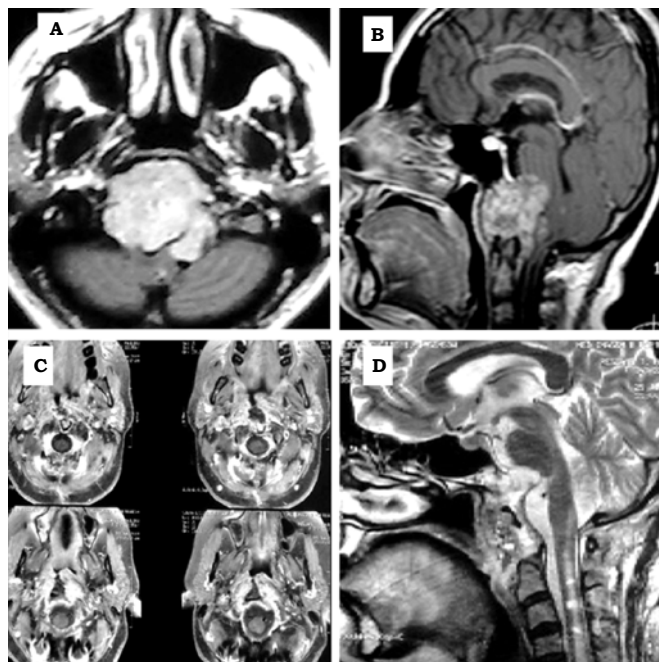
Cordoma de la base del cráneo, se empleó un abordaje transoral para su remoción. A y B: IRM preoperatoria, corte axial en secuencia de intensidad de señal T1 gadolinio, corte sagital en secuencia de intensidad de señal T1. C y D: IRM postquirúrgica, corte axial secuencia potenciada en T2, corte sagital, respectivamente.
